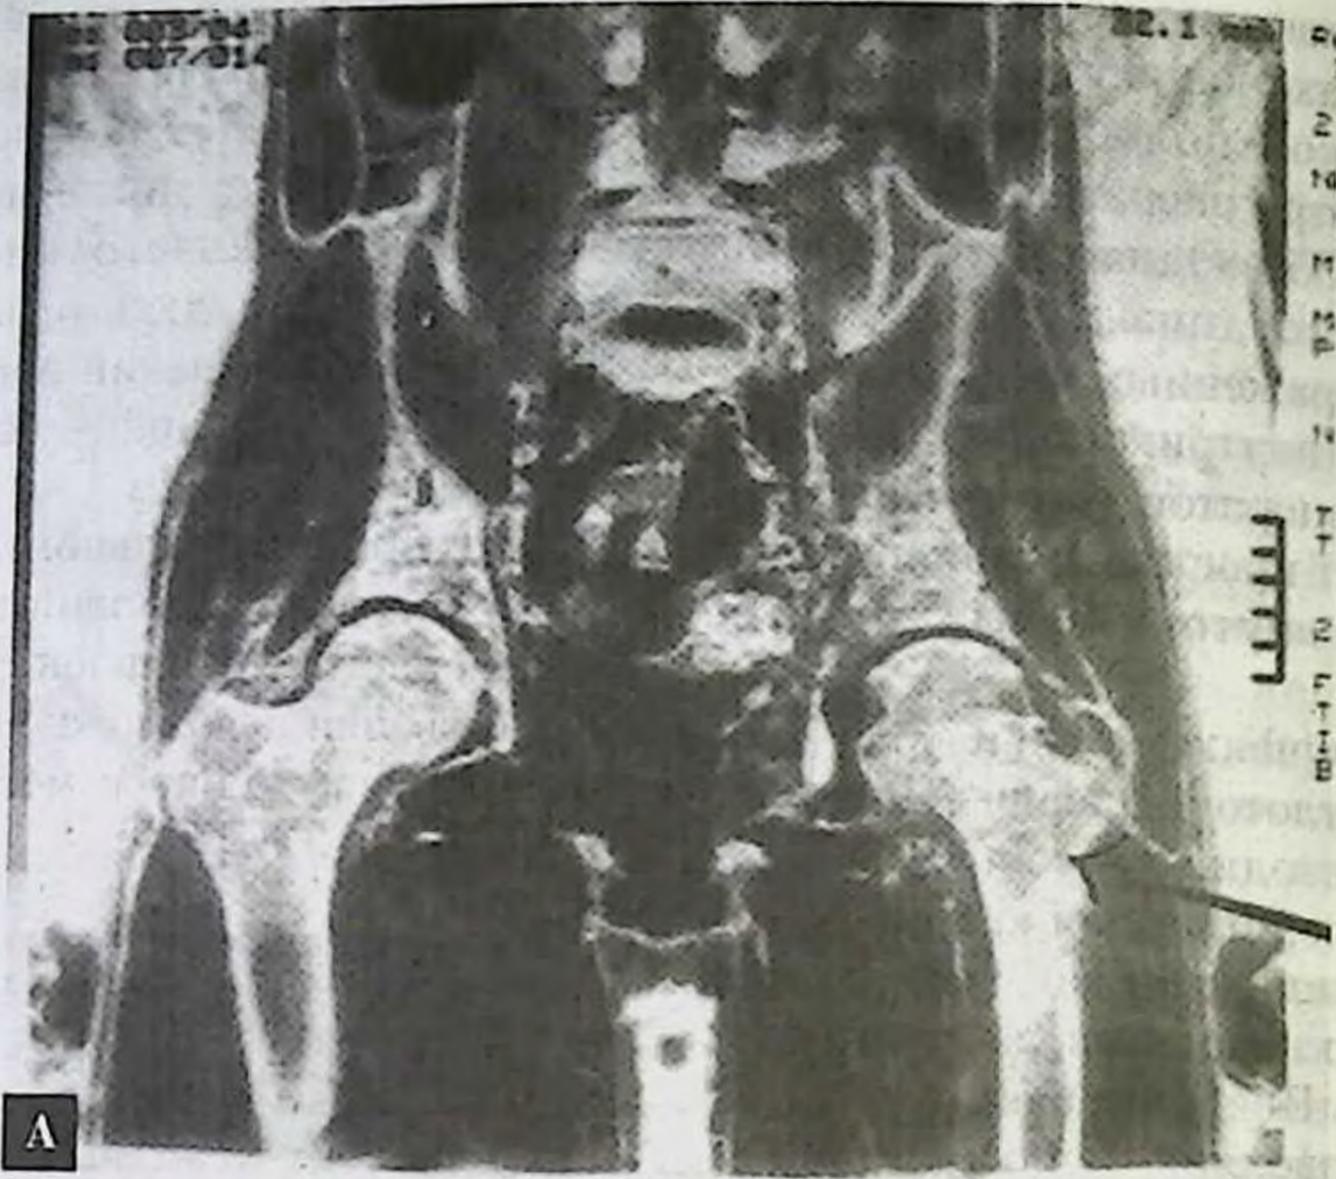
Ядерно-магнитно-резонансная томография (ЯМР) при исследовании массивных отделов нижних конечностей. А—режим I. Видно разрушение головки бедра и большого вертела слева. Б—увеличение объема мягких тканей левого бедра, белое—грануляционная ткань, имеется деструкция головки бедра.
